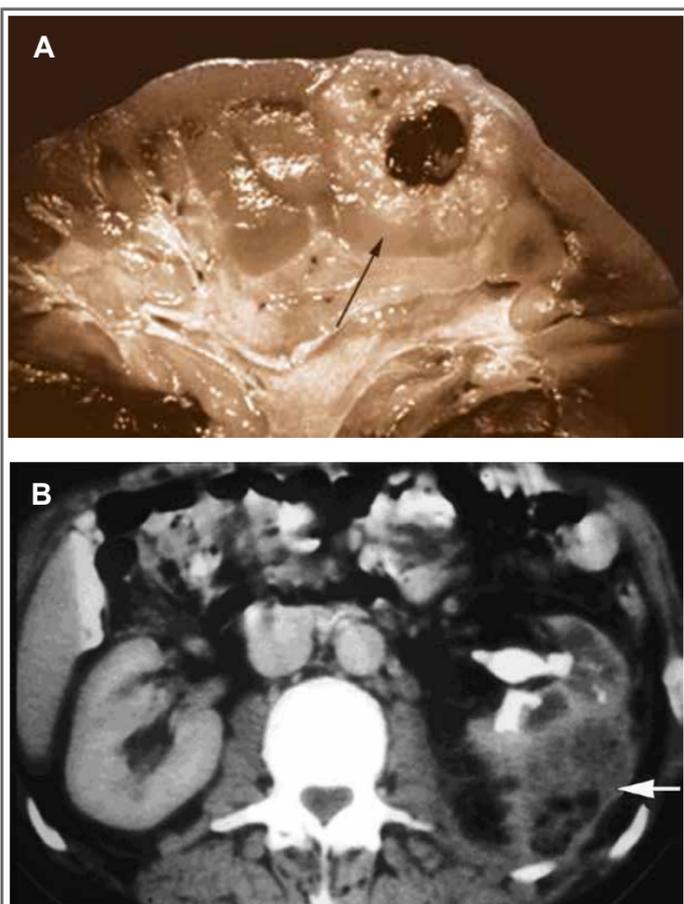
Pielonefrite xantogranulomatosa. A) Peça – observar a inflamação focal originando uma lesão com efeito de massa. B) TC – observar a perda da morfologia do rim acometido e as áreas complexas de lesão.
